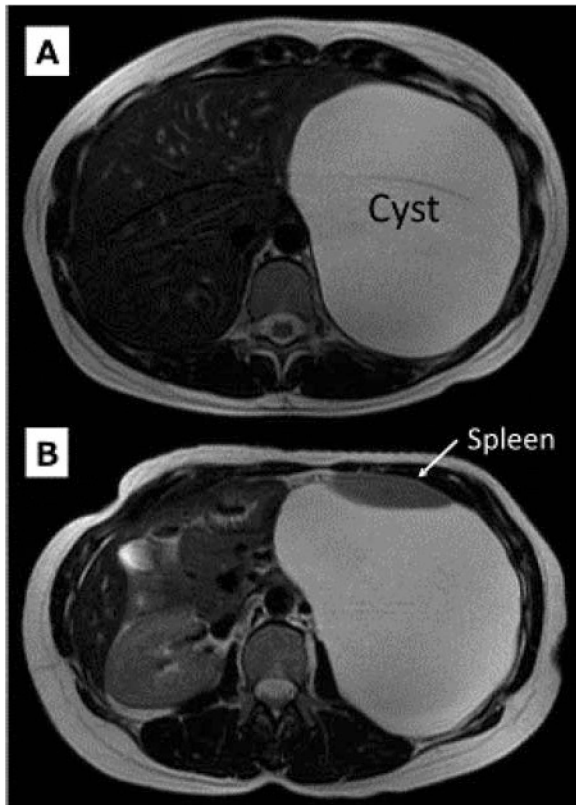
MRI (T2-weighted image) shows a cystic lesion with a smooth margin and high signal intensity (A). The spleen was displaced ventrally by the cyst (B).
